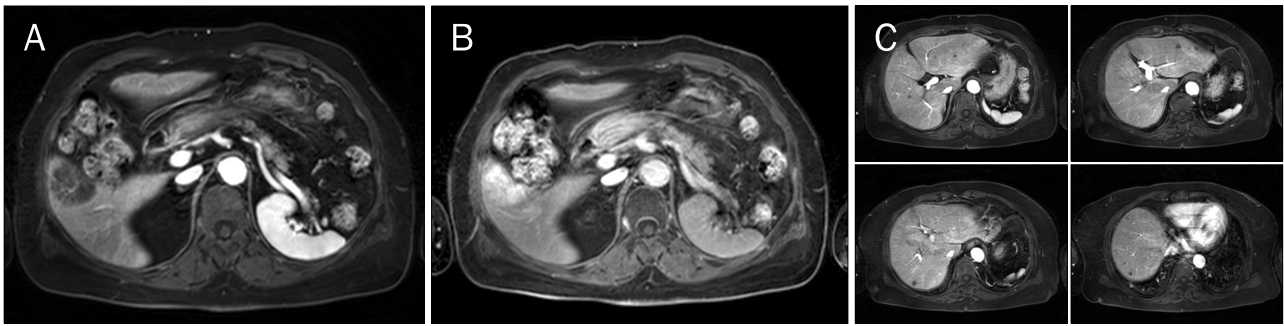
Follow-up MRI. The hepatic mass in S5/6 of the liver has enlarged from 3.1 to 4.1 cm (A, B), and the number and sizes of small hypovascular lesions in both hepatic lobes have increased (C).
